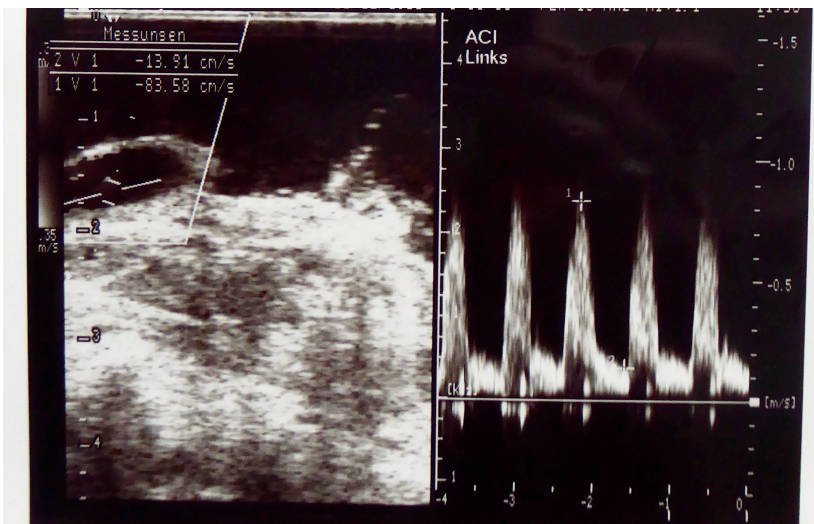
Intraoperative Duplexsonographie
